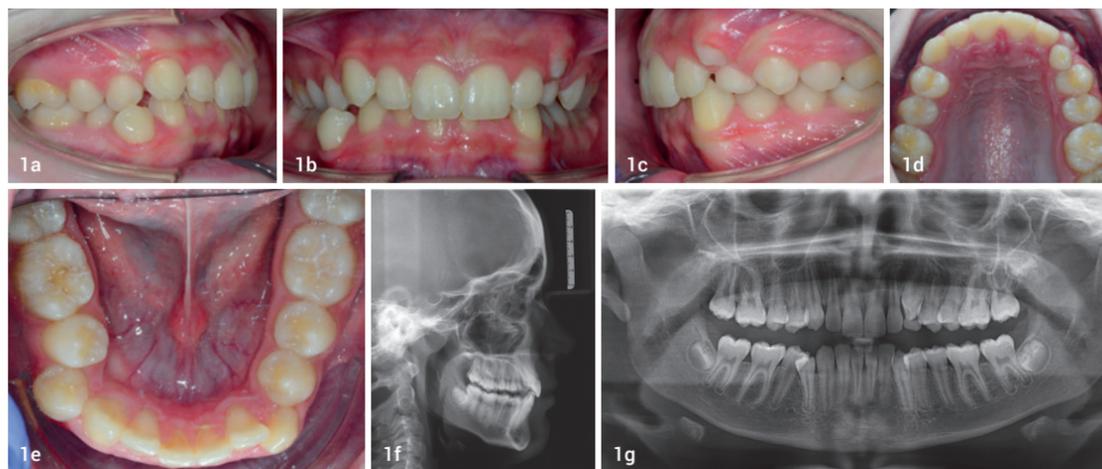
Intraorale Aufnahmen der Ausgangssituation mit Klasse I-Verzahnung, rechtsseitigem Kreuzbiss, Tiefbiss und Engstand im Unterkiefer-Frontzahnbereich. Abb. 1f und g: Fernröntgenaufnahme (f) und Orthopantomogramm (g) der Ausgangssituation.
